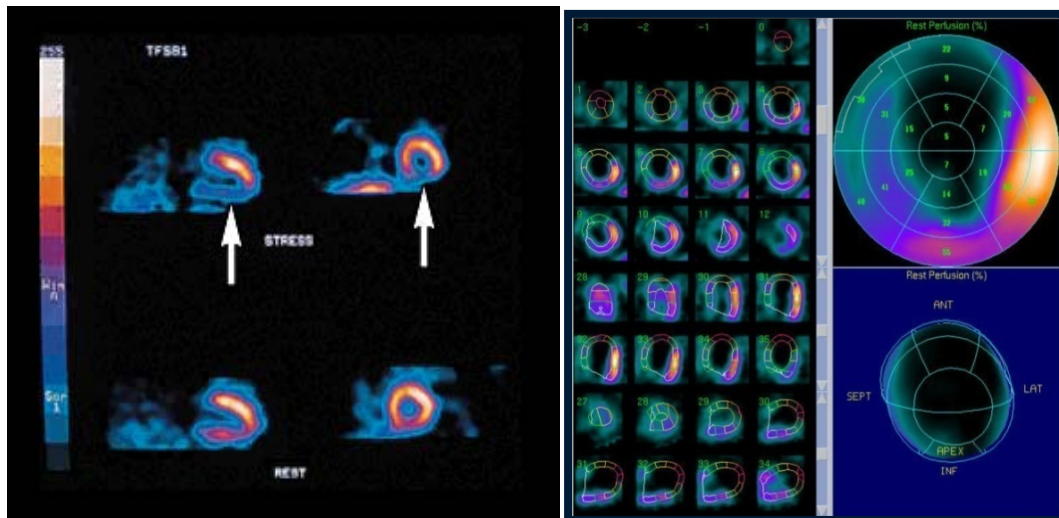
SPECT miocardic
